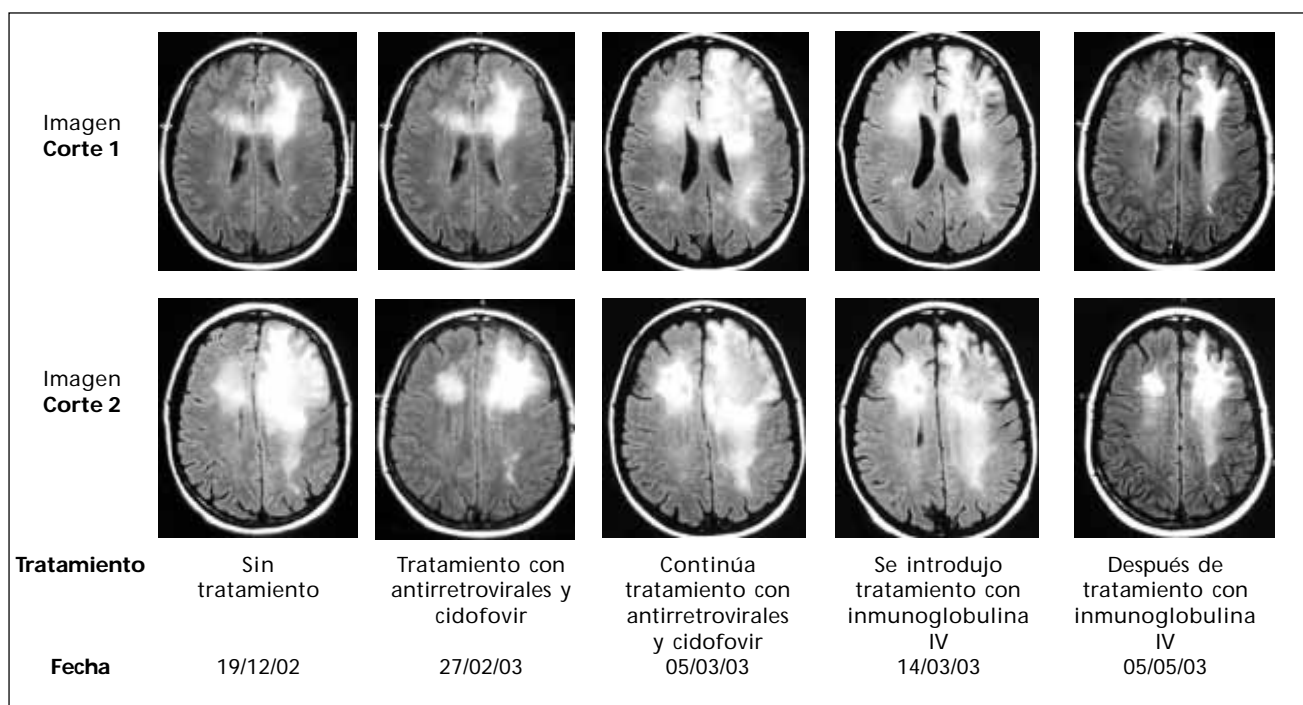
Terapia de la LMP. Se observan diferentes cortes de RMN, la primera columna muestra una señal anormal principalmente de la región subcortical del lóbulo frontal izquierdo, el diagnóstico se confirmó por biopsia. La segunda columna muestra una mejora de las lesiones después de la introducción de terapia antirretroviral + cidofovir. En la tercera columna se muestra empeoramiento de las lesiones con extensión al hemisferio derecho y regiones posteriores de ambos hemisferios; en este momento la PCR del LCR estaba negativa. La cuarta columna muestra el mejoramiento de las lesiones en ambos hemisferios posterior a tratamiento con inmunoglobulina IV. En la quinta columna se muestra la última imagen de seguimiento con disminución del tamaño de las lesiones, con recuperación funcional completa a pesar de mostrar signos piramidales sin déficit motores.
